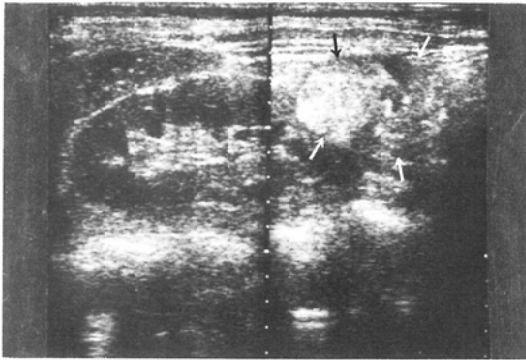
Ultrasonogram of the right kidney. Strongly echogenic exophytic mass (arrows) in the lower pole.
